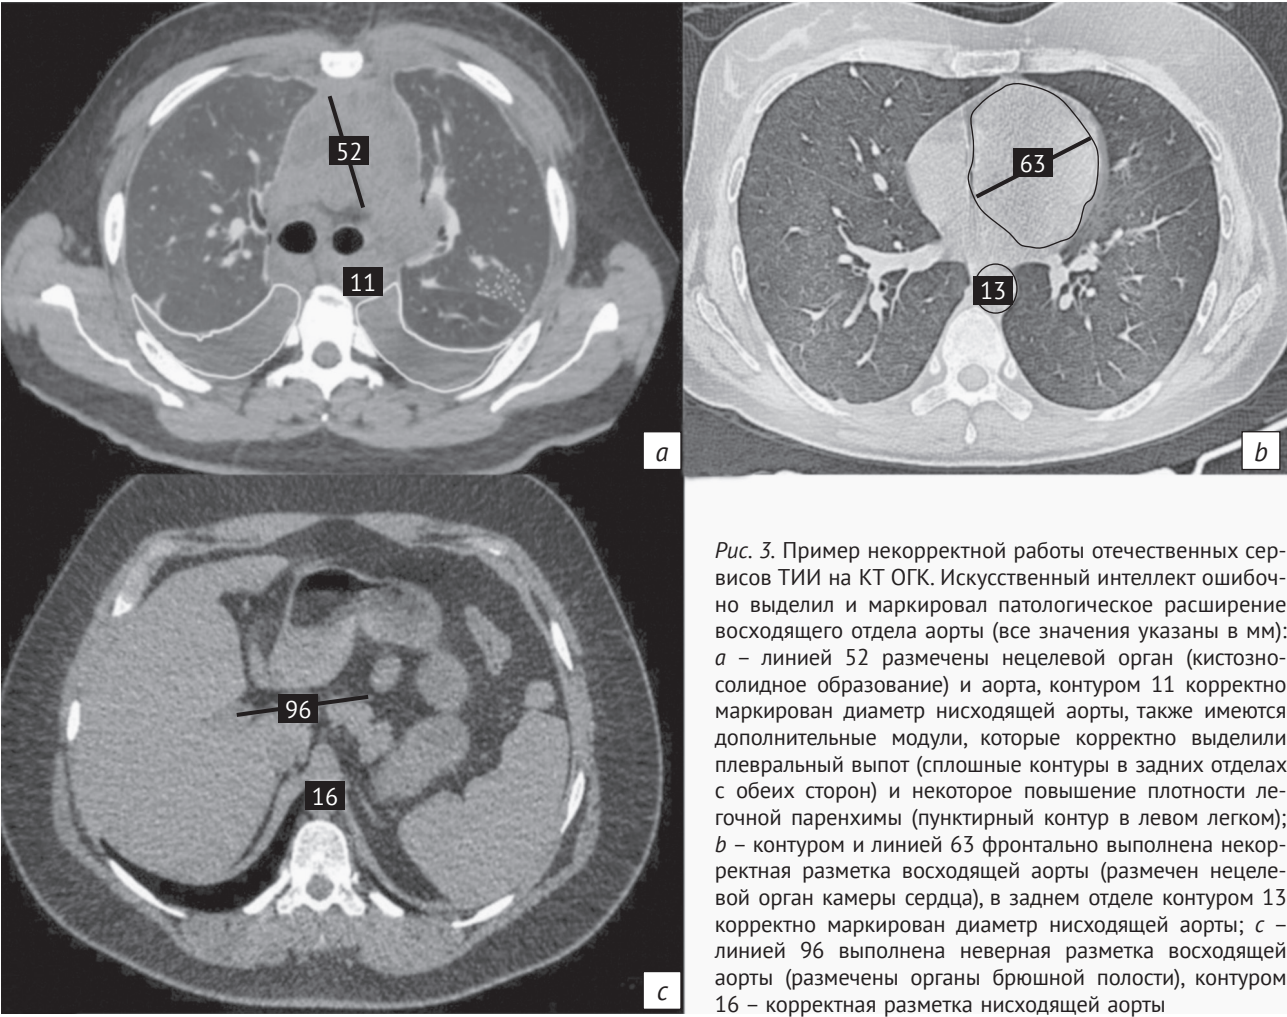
An example of incorrect operation of Russian AIT services in chest CT. Artificial intelligence mistakenly identified and labeled the pathological dilatation of ascending aorta (all values are indicated in mm): a – line 52 marks the non-target organ (cystic solid formation) and aorta, contour 11 correctly marks the diameter of descending aorta, there are also additional modules correctly marking pleural effusion (solid contours in back sections on both sides) and slightly increased density of pulmonary parenchyma (dotted contour in the left lung); b – an incorrect marking of ascending aorta is performed frontally with contour and line 63 (a non-target organ of heart chamber is marked), the diameter of descending aorta is correctly marked with contour 13 in the posterior section; c – line 96 incorrectly marks the ascending aorta (the abdominal organs are marked), contour 16 correctly marks the descending aorta
